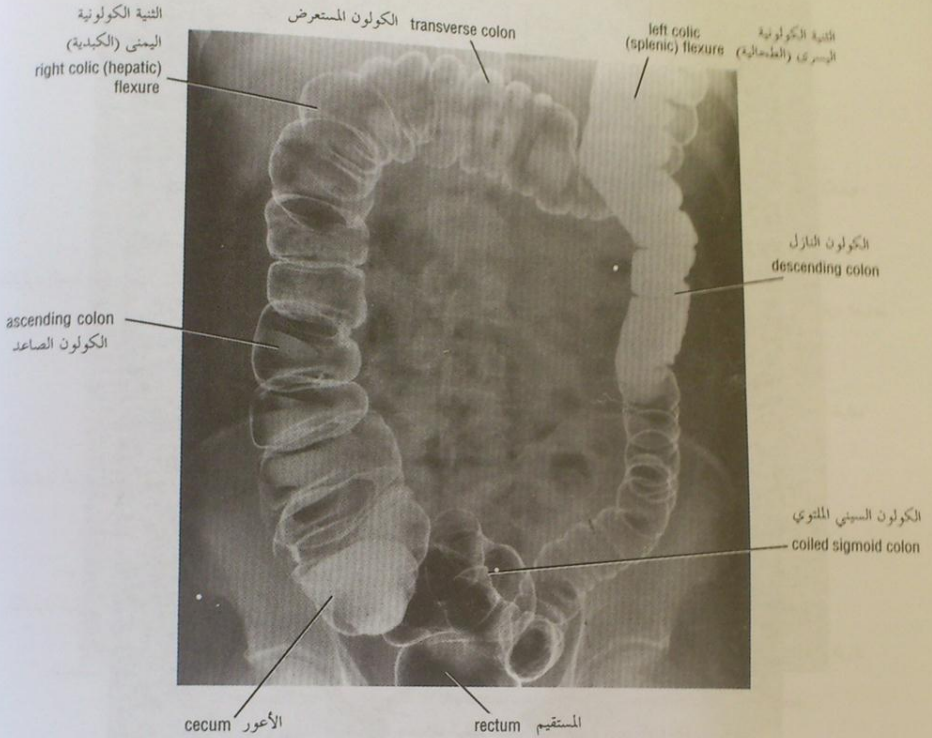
Anteroposterior radiograph of the large intestine after a barium enema. Air has been introduced into the intestine through the enema tube after evacuation of most of the barium. This procedure is referred to as a contrast enema.
